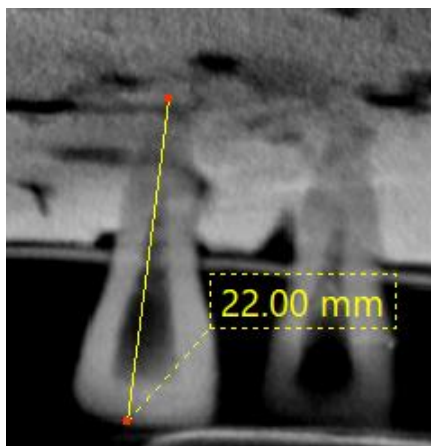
Tomografía para medir el desgaste
